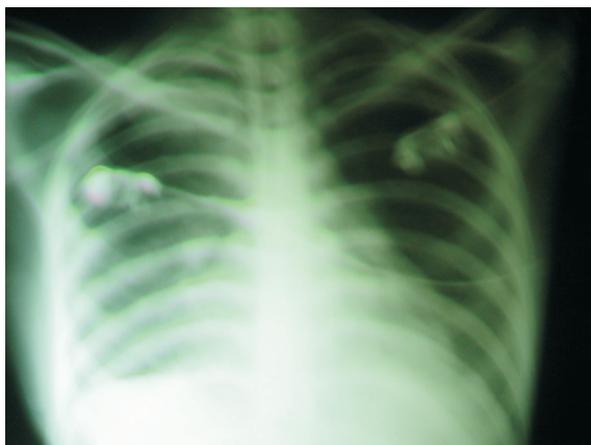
Radiografía de tórax posterior al primer lavado en el pulmón izquierdo con aclaramiento del infiltrado.
